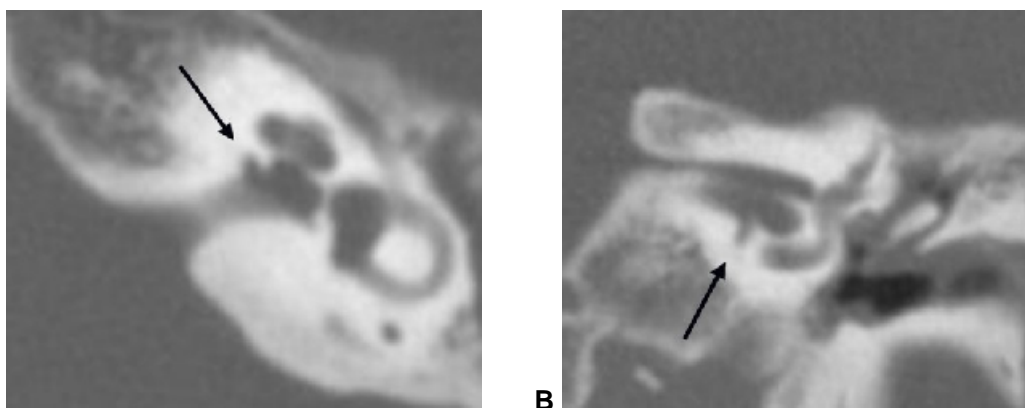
Imagens de tomografia computadorizada, nos planos axial (A) e coronal (B), evidenciando outro local frequentemente acometido, junto ao terço profundo do conduto auditivo interno, projetando-se ântero-inferiormente.
